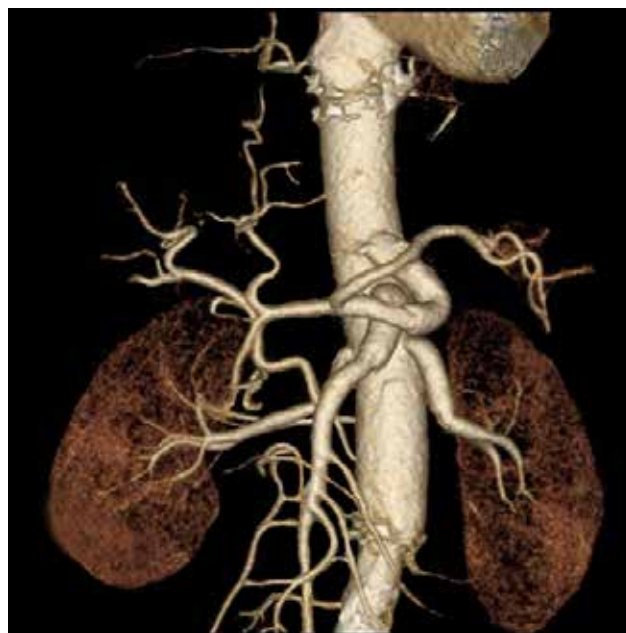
МСКТ после операции (трехмерная реконструкция)
